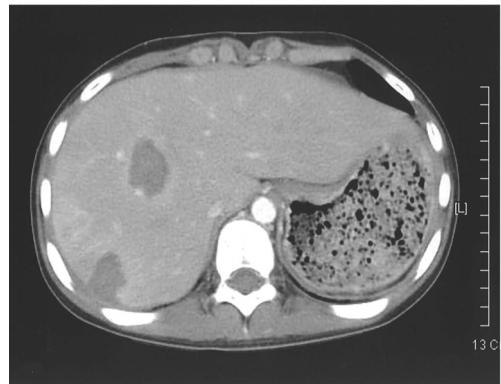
Follow-up abdominal CT scan, showing metastatic nodule in the segment 7 and 8 of the liver. Radiofrequency ablation was performed.
